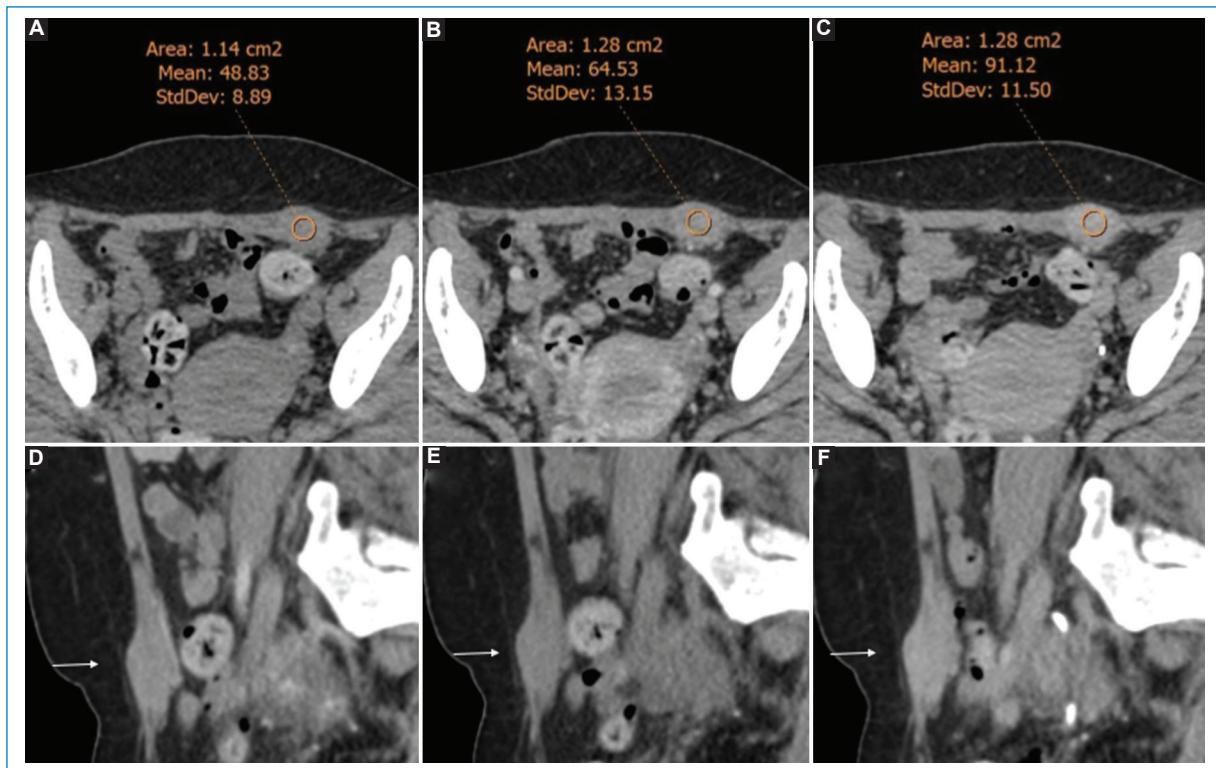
(A1, A2) TC abdomino-pelvisiana sin contraste. (B1, B2) Con contraste endovenoso en fase arterial. (C1, C2) Fase tardía/excretora en los planos axial y sagital respectivamente. Se evidencia una imagen nodular en el espesor del músculo recto anterior del abdomen del lado izquierdo con realce luego de la administración de contraste endovenoso. El ROI marca su densidad: 48,8 UH (A1), 64,5 UH (B1) y 91,1 UH (C1).
